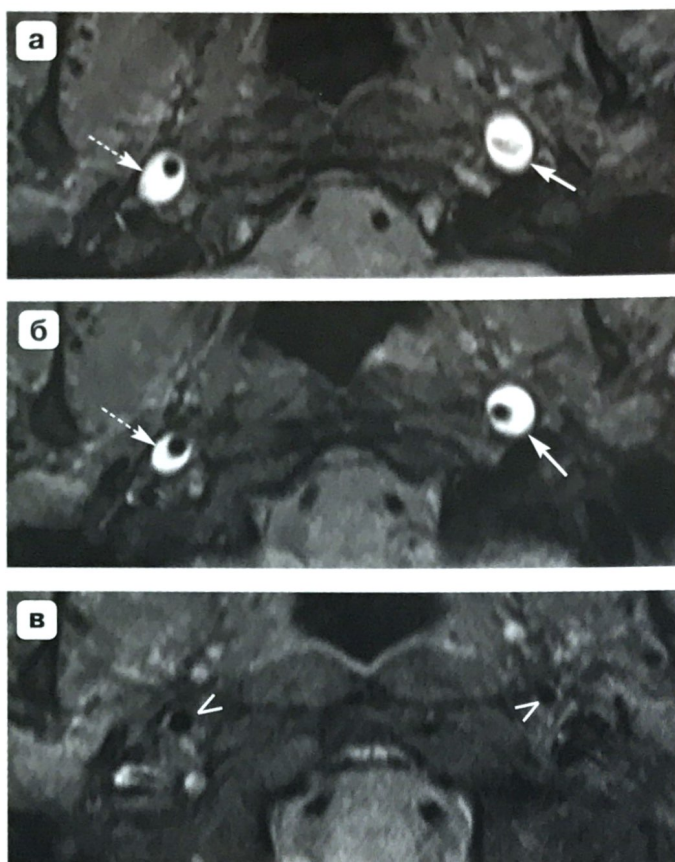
Динамика изменений МРТ- и МРА-данных при спонтанной диссекции обеих ВСА. а, г – через 2 нед от момента возникновения клинической симптоматики окклюзия левой ВСА, стеноз правой ВСА; б, д – через 3 нед реканализация левой ВСА, уменьшение степени стеноза правой ВСА; в, е – через 3 мес восстановление кровотока по обеим ВСА. МР-томограммы в режиме T1 f/s, аксиальная проекция (а–в). 3D-ВП МРА-ангиограммы, МРR-реконструкция (г–е).
